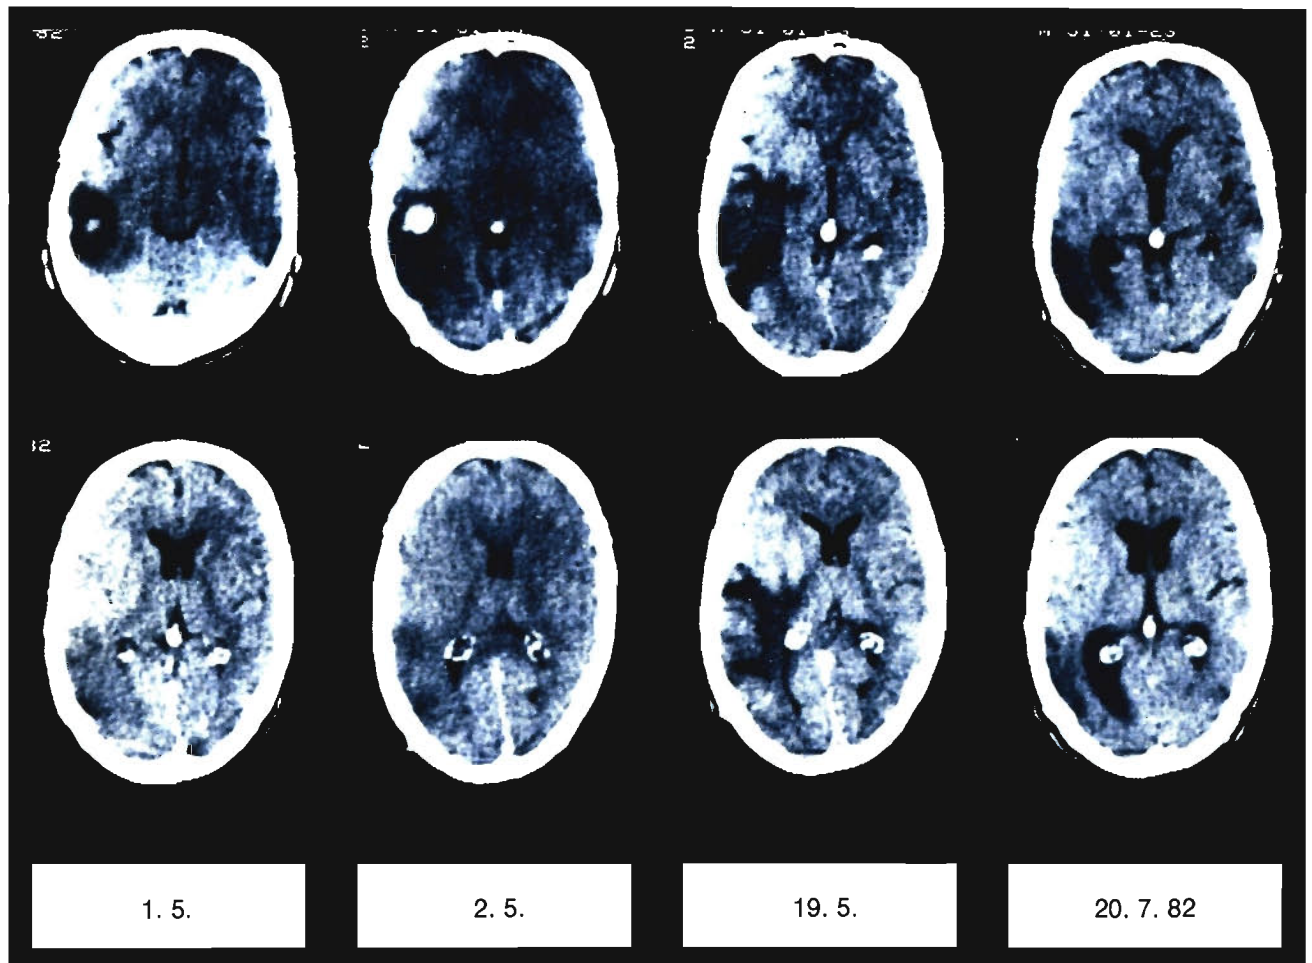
Computertomographische Verlaufsdokumentation bei einem initial komatösen Patienten mit massiver Sinusthrombose. Vom 1. 5. bis zum 2. 5. rasche und massive Zunahme der Hirnschwellung mit Verkleinerung des Ventrikelsystems und Vergrößerung der venösen Stauungsblutung links temporal. Nach lokalfibrinolytischer Intervention in der linken A. carotis interna: Abnahme der Hirnschwellung und Rückbildung der durch die Stauungsblutung bedingten, linkstemporalen Läsion
